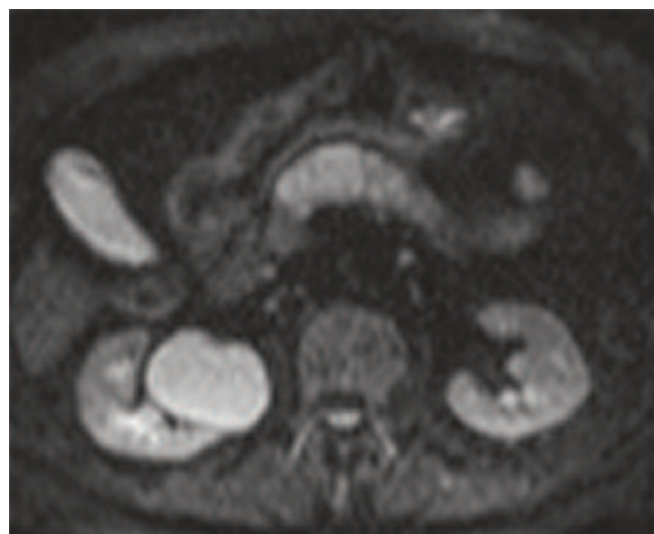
DWI, b 800: La lesione appare iperintensa.
